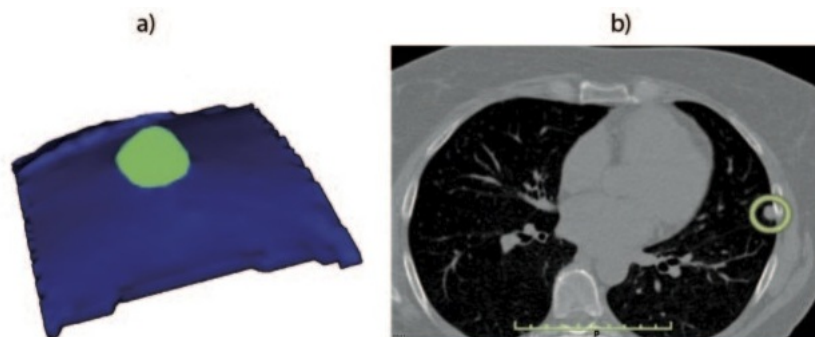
Rappresentazione di un nodulo pleurico: rendering della superficie con nodulo evidenziato in verde (a), sezione estratta da un esame CT (b).
